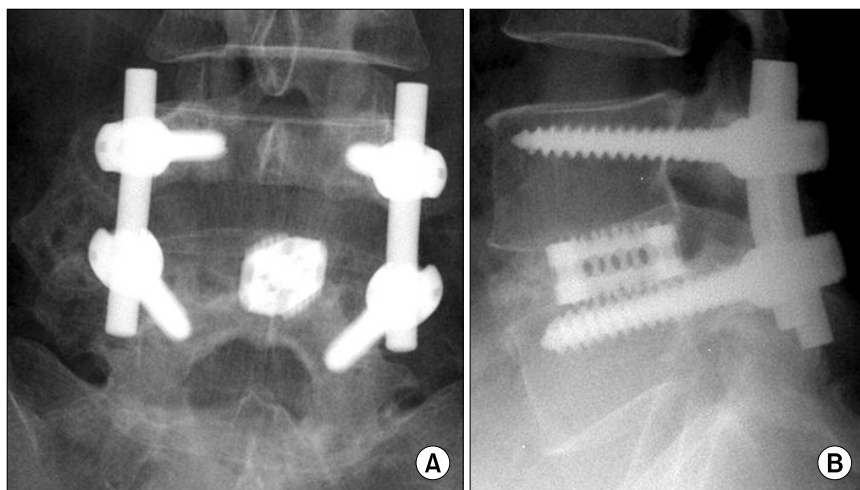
A 51-year-old female had spinal stenosis at L4-5. (A, B) She was performed posterior lumbar interbody fusion and unilateral posterolateral fusion with local bone and single cage. The radiograph shows solid fusion mass on L4-5 one year after operation.
